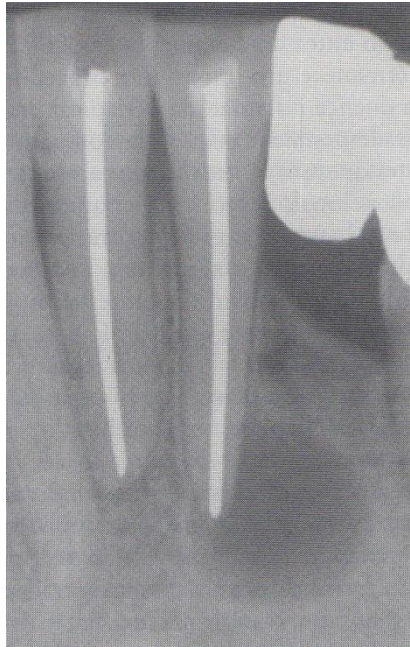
Quisto periapical. Lesão bem definida associada ao ápice do incisivo central inferior. Nota-se a perda da lâmina dura na área da lesão.²⁰
